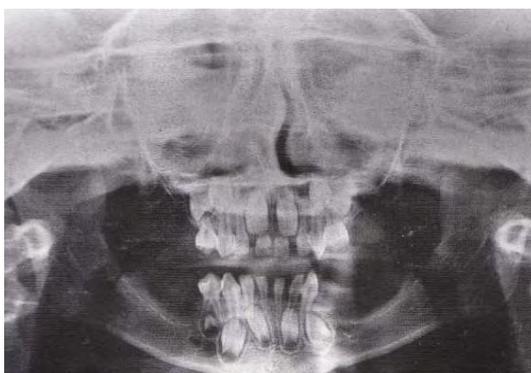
Radiografía panorámica de un paciente con displasia ectodérmica hipodróica de herencia autosómica dominante, en la que se observa hipodoncia de molares.³⁴
